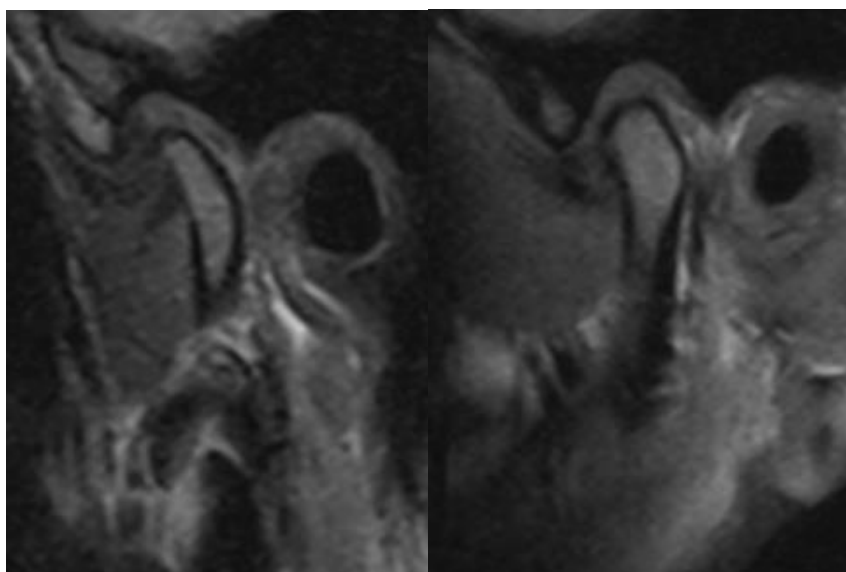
МРТ ВНЧС пациента
